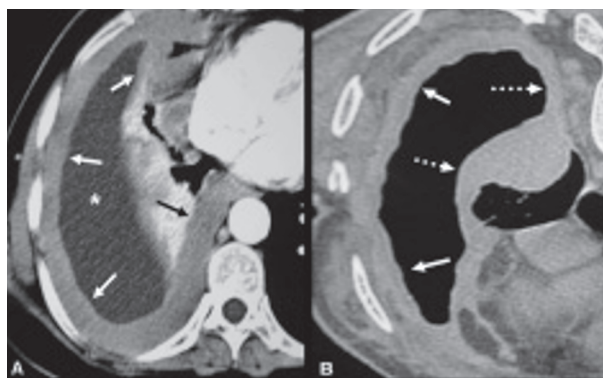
Mesotelioma pleural relacionado com o asbesto. (A) TC demonstrando derrame pleural direito (asterisco), associado a espessamento pleural difuso (setas) com extensão para a pleura mediastinal. (B) Espessamento pleural difuso (setas) com sinais de encarceramento pulmonar e acometimento da pleura mediastínica (setas tracejadas).
